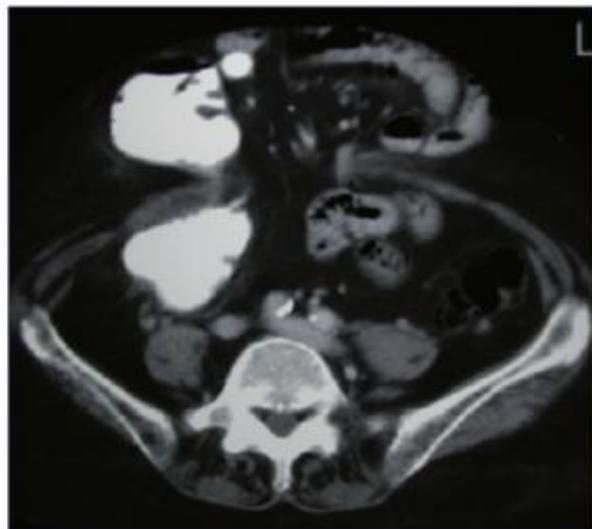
TAC abdominal con contraste rectal. Evisceración en línea media con salida de colon y asas intestinales.
